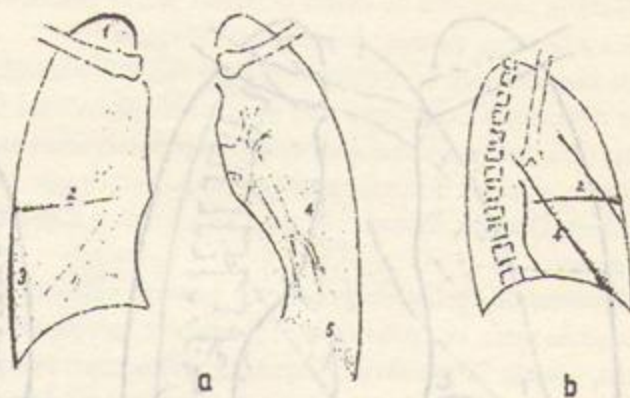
Aspecte radiologice create de pleuritele uscate, pe radiografia de față (a) și profil (b). 1: pleurita vîrfului; 2: scizurita micului interlob; 3: pleurită laterotoracică; 4: pleurita scizurii interlobare stîngi; 5: pleurită diafragmatică.
